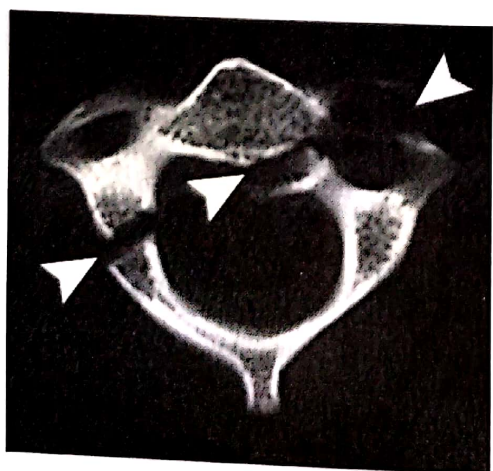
Fractură unilaterală de arc anterior și posterior al atlasului – CT axial.
